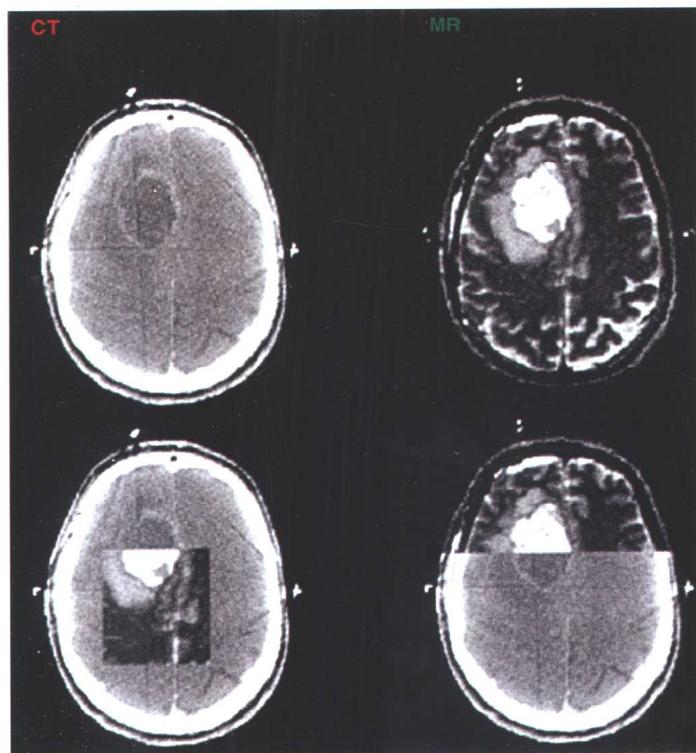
CT/MRI 图像融合(Fusion)技术
